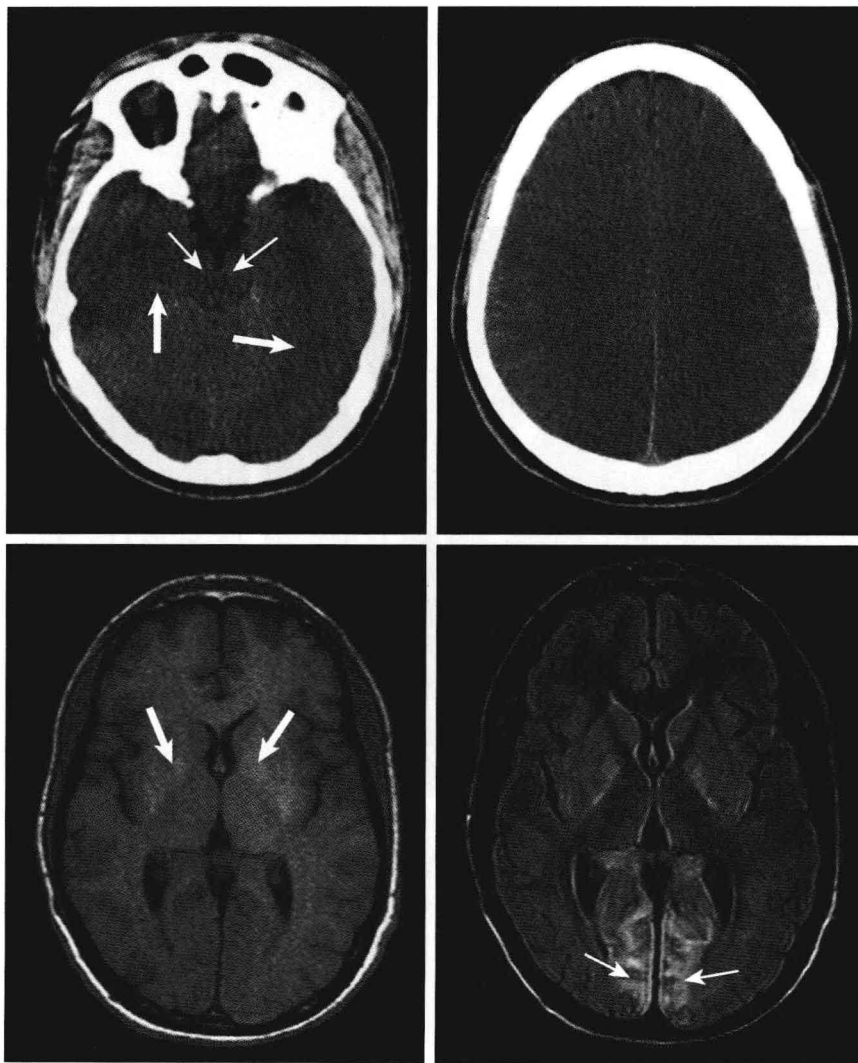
脑部CT扫描显示中脑周围池消失（细箭头）和脑实质区域密度降低（粗箭头，左上）。同一CT扫描像的较低层面显示灰白质之间差异减小和广泛脑沟消失（右上）。MRI-T1加权像显示豆状核呈高信号（粗箭头，左下）。FLAIR像显示枕叶内侧皮质呈高信号改变，提示存在层状坏死（细箭头，右下）。
